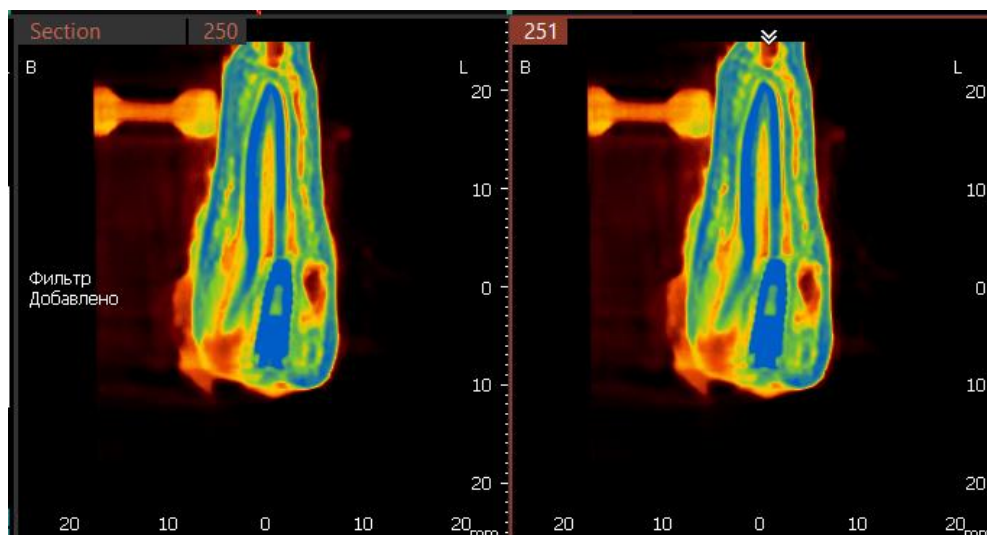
Томограмма на уровне имплантата 3.3, определяется неравномерная плотность костной ткани по периферии имплантата
